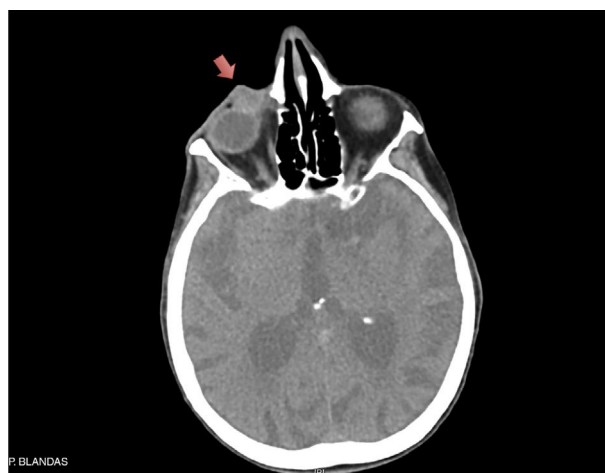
TC cervicofacial, donde se aprecia tumoración en párpado inferior (flecha) con diámetro mayor de 17 mm.
